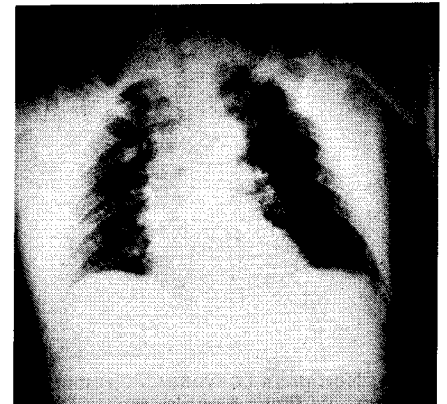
Die Röntgen-Thoraxaufnahme (liegend) zeigt bei der stationären Aufnahme akute Lungenstauungszeichen.
